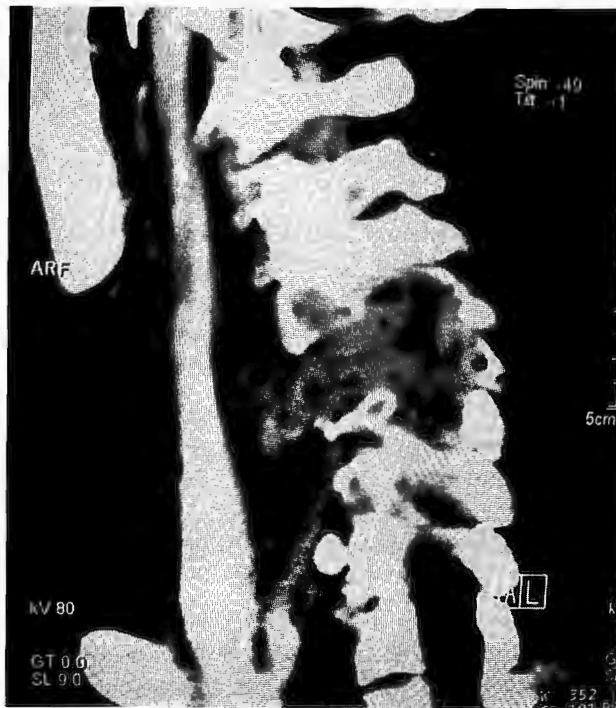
Tomografías axial y sagital de columna cervical contrastadas muestran la lesión, que afecta principalmente C4 y C5 y comprime la médula espinal.
